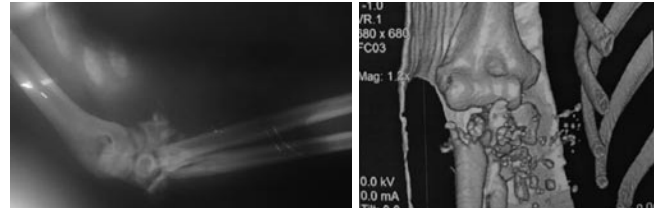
Рентгенограмма и КТ правого локтевого сустава при поступлении.
